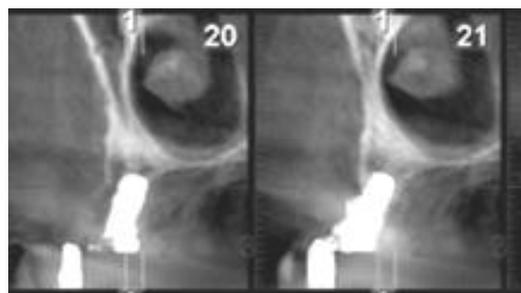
Vemos dos cortes paraxiales de TAC 3D que muestra la típica forma disparejala de los implantes superiores
